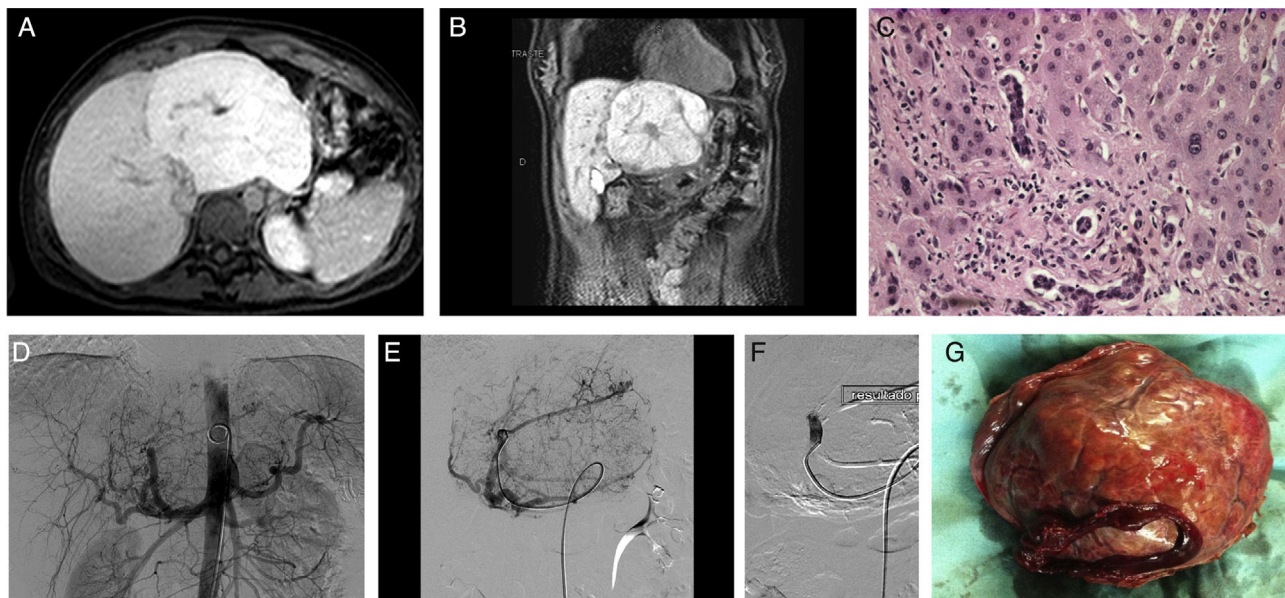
Hiperplasia nodular focal. A y B) Estudio de resonancia magnética con contraste hepatoespecífico (ácido gadoxético) en fase hepatocelular que muestra una lesión en lóbulo hepático izquierdo (LHI) compatible con hiperplasia nodular focal. C) Estudio de la biopsia donde se observa la proliferación ductular en la unión de los septos fibrosos con las trabéculas hepáticas. D-F) Arteriografía y resultado final tras embolización selectiva con alcohol de polivinilo de 500-700 μ , consiguiendo la desvascularización de la lesión. G: Pieza quirúrgica. La intervención quirúrgica se produjo 5 días después sin complicaciones.
